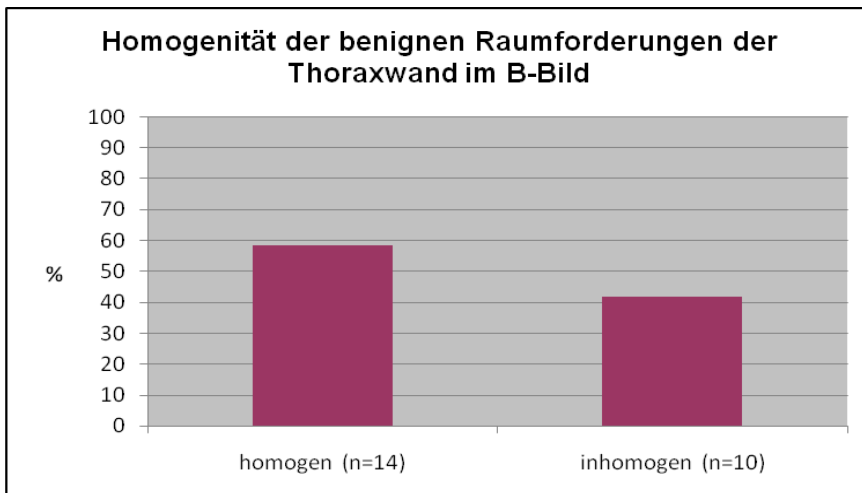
Darstellung der homogenen (n=14) und inhomogenen (n=10) benignen Raumforderungen der Thoraxwand in der B-Bild-Sonographie (in %)
